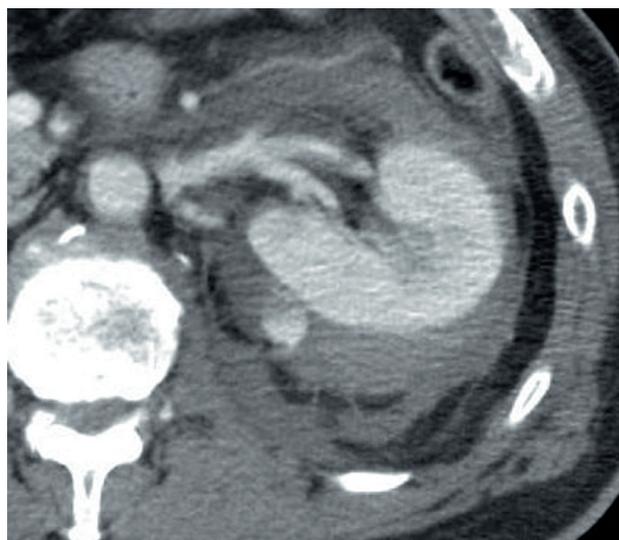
Травма почки. На КТ визуализируется экстрavasация контрастного вещества за пределы почки в паранефральную гематому
